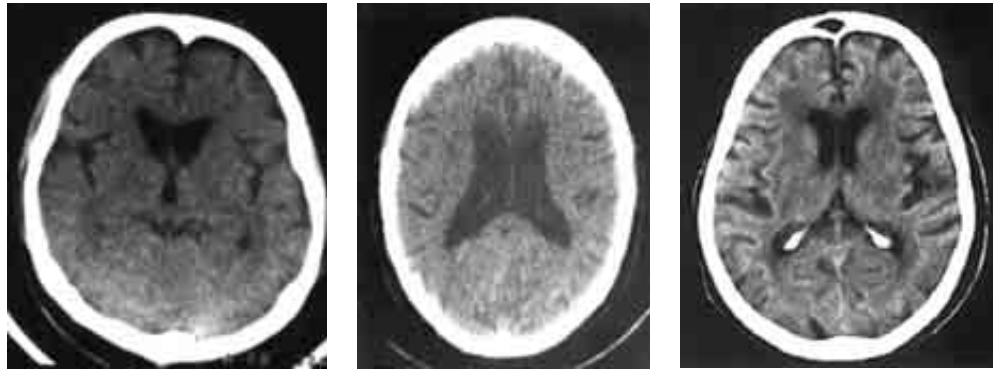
Tomografía computada simple (TC), la cual muestra atrofia cortico-subcortical. Dilatación ventricular compensatoria, y disminución del volumen cerebral.
